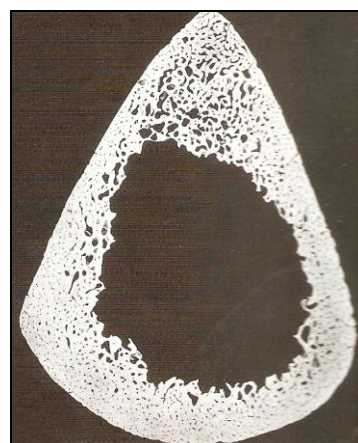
Microrradiografía de una sección centrodiafisaria de tibia de un anciano de 81 años². Nótase que no solo ha habido un fuerte incremento de la porosidad sino también como, de igual forma se reduce el espesor de la cortical. Esta situación se verifica como respuesta a las exigencias de tipo mecánico y a las respuestas de tipo metabólico.
